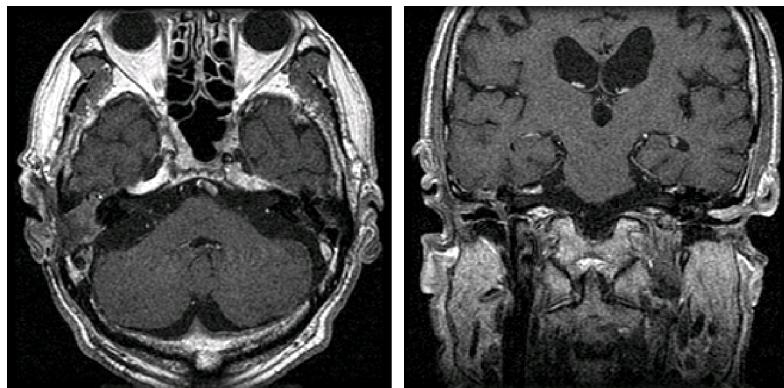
Internal auditory canal MRI, T1 SE (at first admission) : Extensive inflammatory lesions were noted along right mastoid process and external auditory canal. Skull base was also involved.
